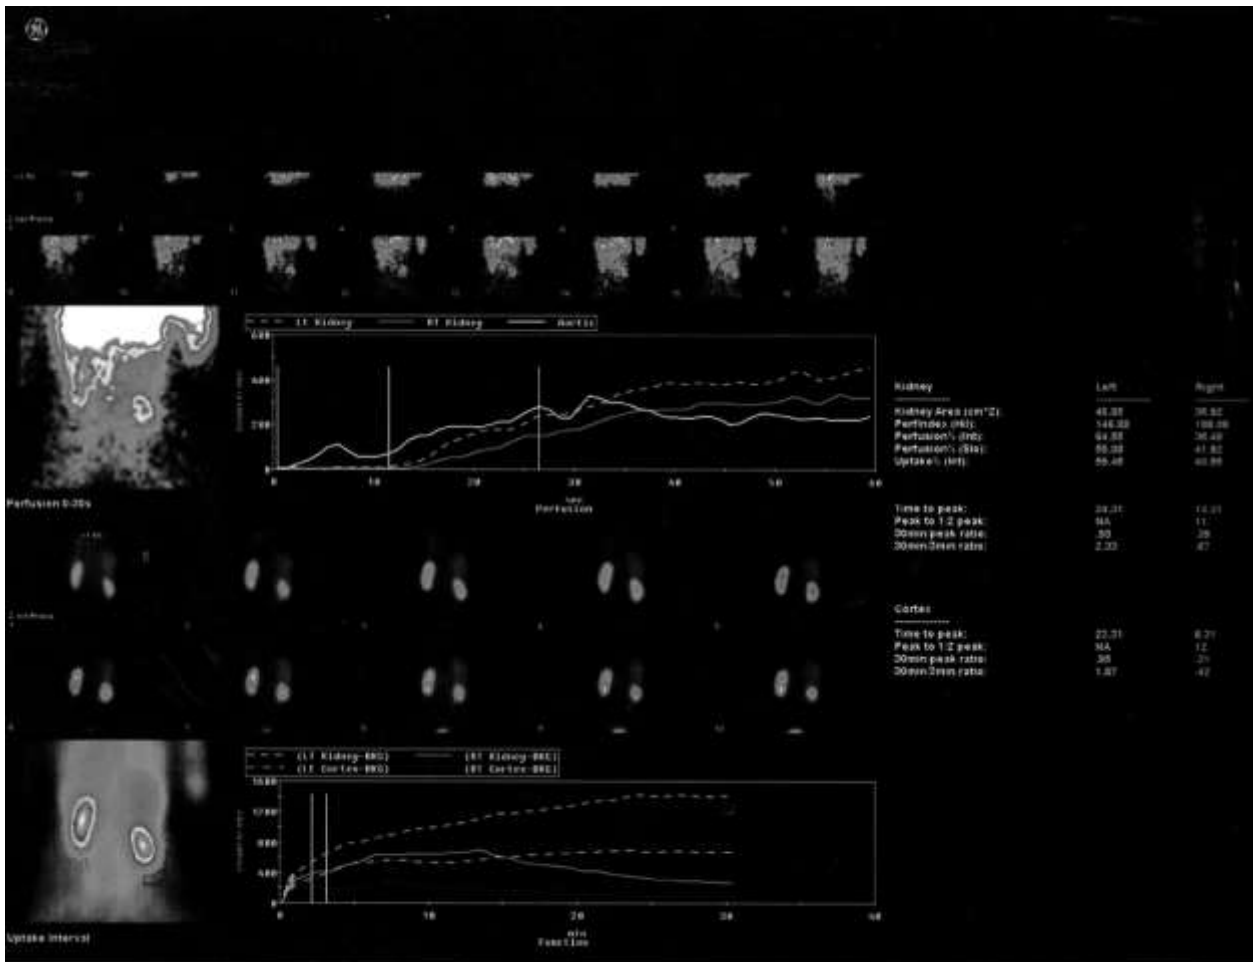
Динамическая нефросцинтиграфия. Больная А., 47 лет
